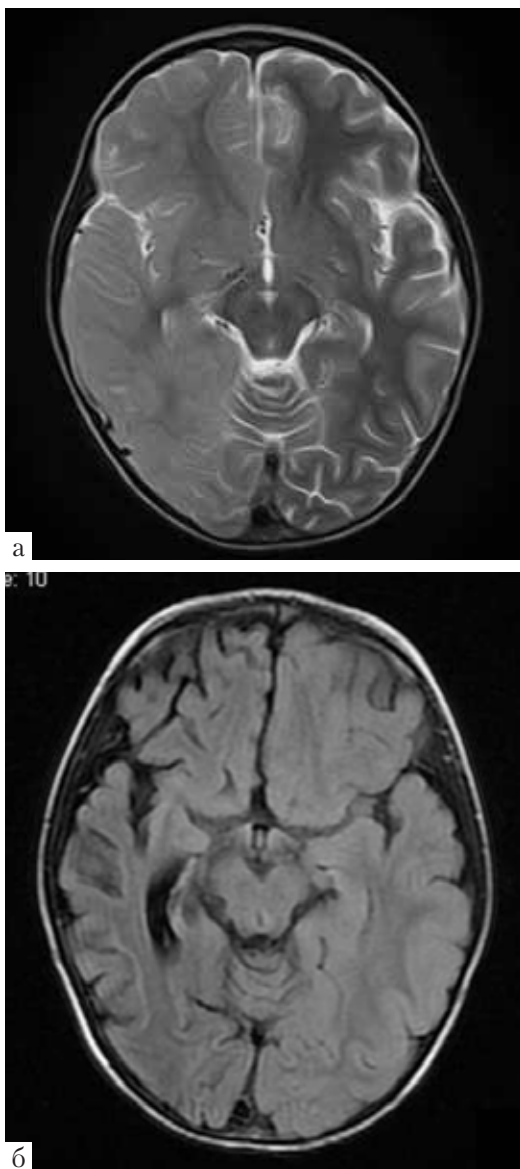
МРТ головного мозга ребенка Б., 6 лет, FLAIR-ИП: а — МРТ головного мозга пациента Б., 6 лет: признаки поражения преимущественно правого полушария головного мозга, лобно-височных отделов, с незначительным масс-эффектом; б — контрольная МРТ пациента Б., 6 лет, через 2,5 месяца — признаки атрофических изменений в головном мозге, преобладающих в правом полушарии. Наружная заместительная гидроцефалия
